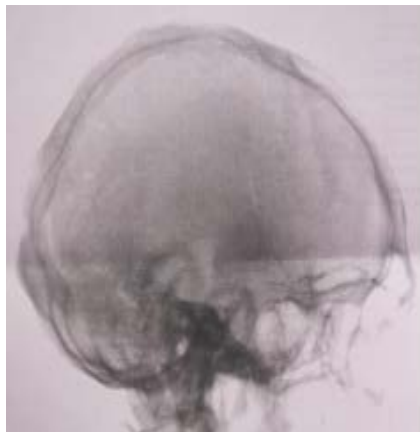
Рентгенограмма черепа пациента в правой боковой проекции: зона обызвествления в форме двойного контура в теменно-затылочной доле
